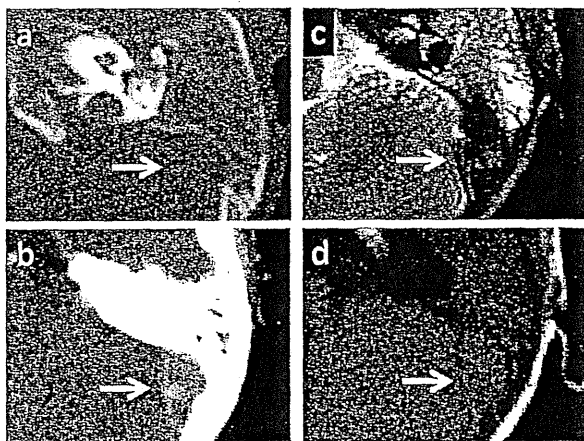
CT and MRI of sigmoid sinus thrombosis
